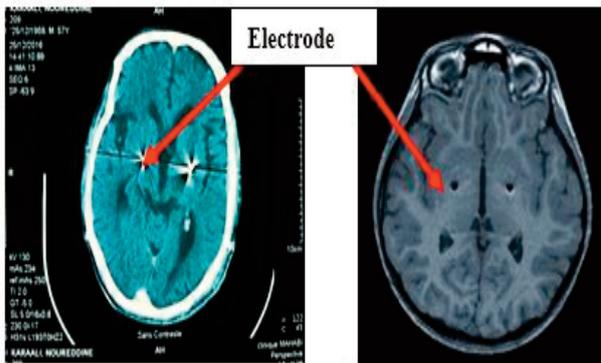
TDM et IRM cérébrale Post opératoire : Electrode en place
